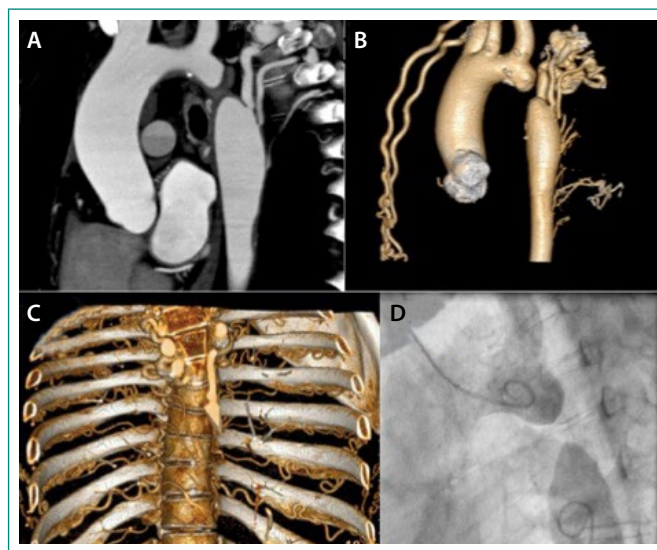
3A: TAC tórax (corte sagital), donde se objetiva interrupción completa de arco aórtico. 3B: reconstrucción tridimensional de TAC torax. 3C: reconstrucción tridimensional, mostrándose dilatación significativa de arterias intercostales, sin general muescas costales. 3D: aortografía, que muestra ausencia de paso residual entre ambos extremos
